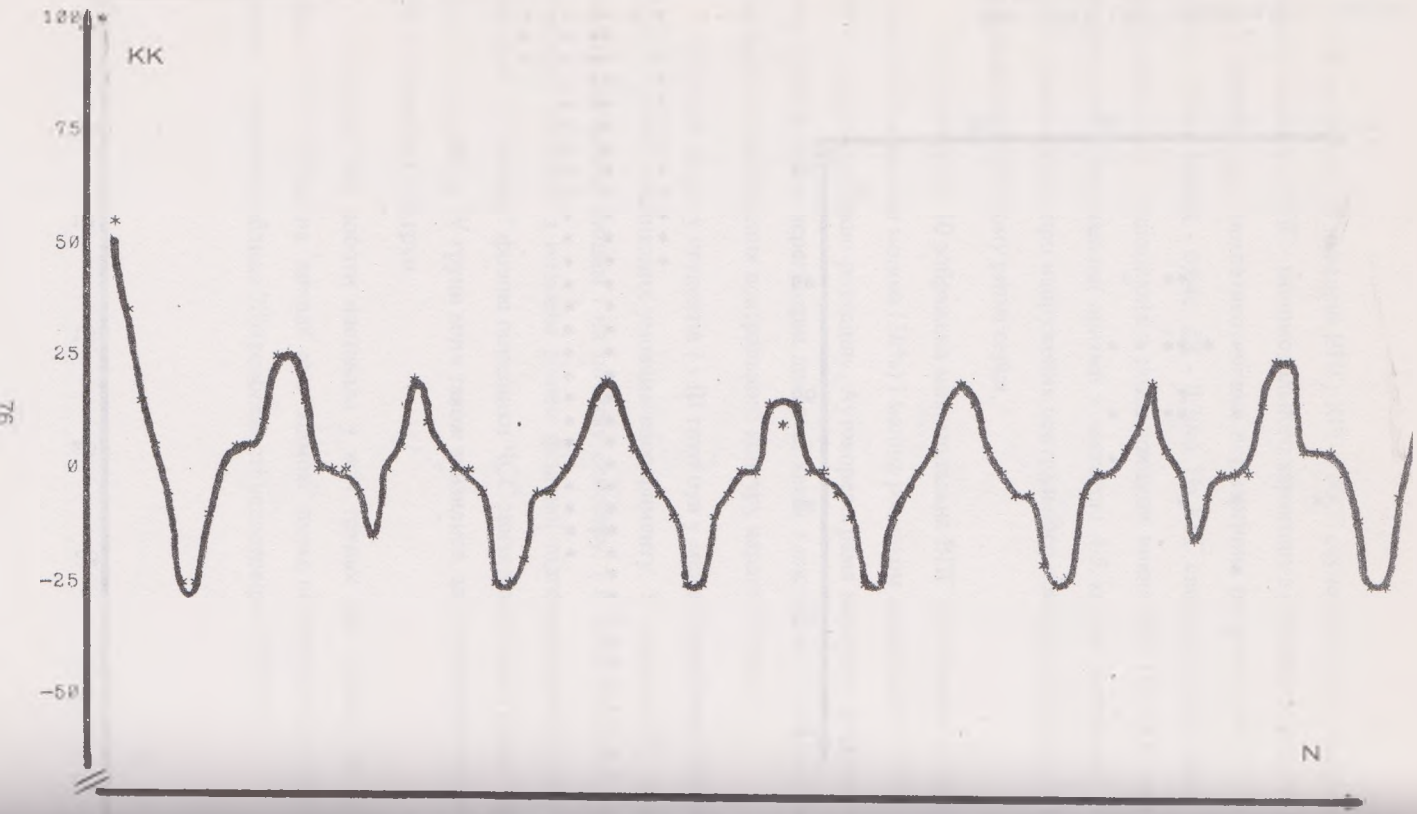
AKT channel 5-10 @ 100 Hz TC non-BEH
